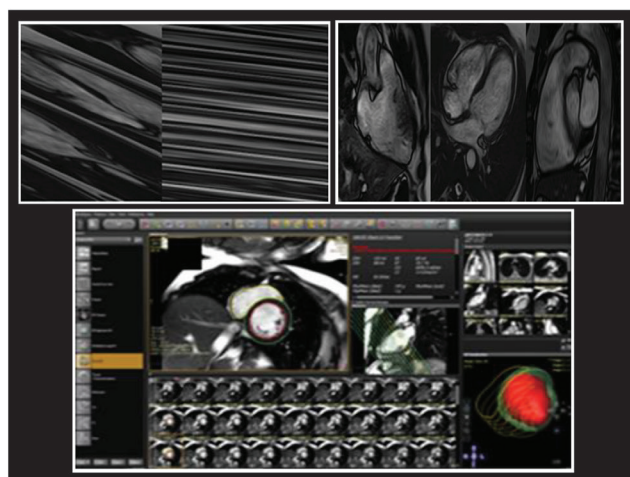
MRI without gadolinium-based contrast: regional RV akinesia, dyskinesia, or dyssynchronous RV contraction were not determined. The RV was not dilated. The ratio of the RV end-diastolic volume to BSA was 75 mL/m². The RV ejection fraction was not reduced (51%). The results of the cardiac MRI did not concur with the Padua criteria for diagnostic arrhythmogenic cardiomyopathy 2020
